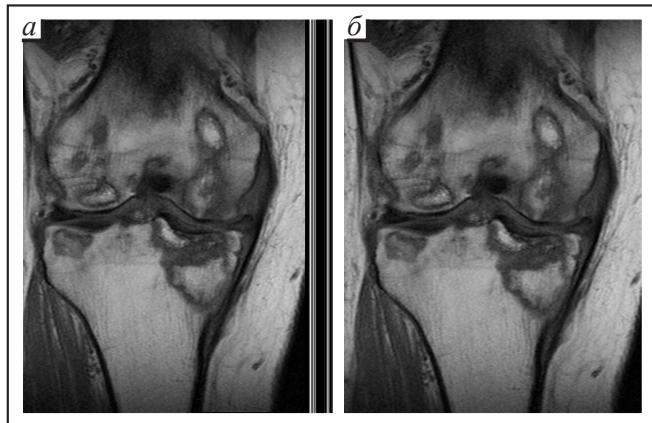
МРТ правого коленного сустава
